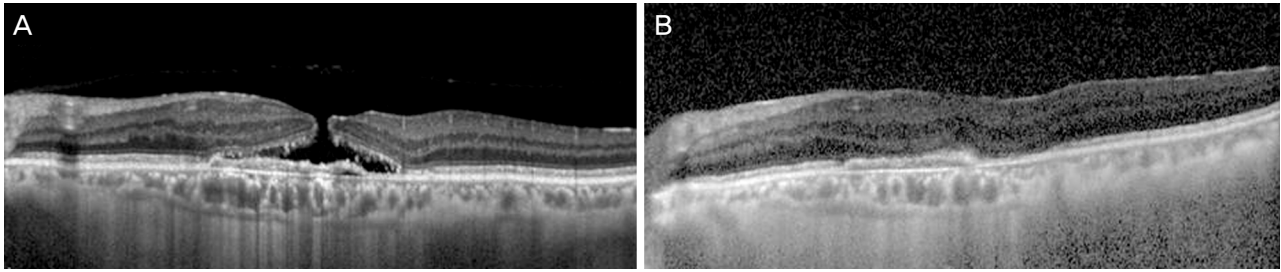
Optical coherence tomography (OCT). (A) One month after intravitreal aflibercept injection, OCT showed a full thickness macular hole. (B) One month after the vitrectomy, the internal limiting membrane peeling and the fluid-gas exchange, OCT showed that the macular hole was closed completely.
